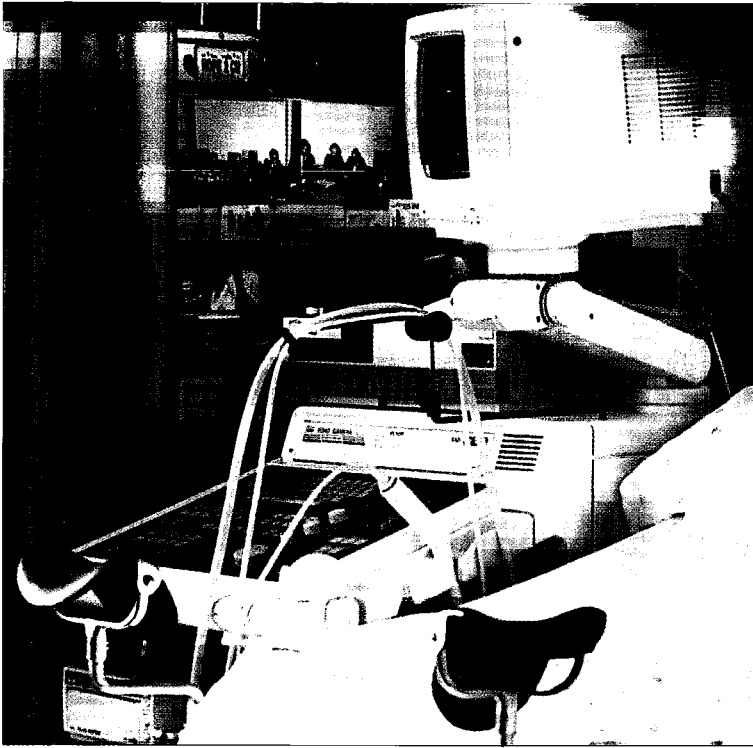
Aparelho Duplex com Doppler a Cores utilizado na nossa investigação.
